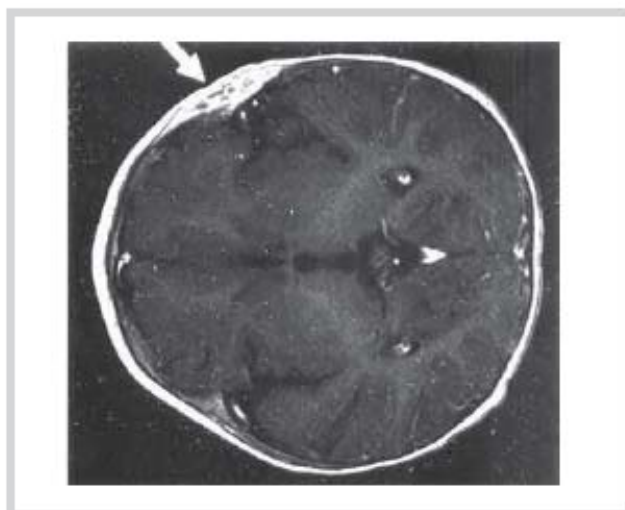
Эозинофильная гранулема костей черепа (магнитно-резонансная томограмма): несклерозированные костные дефекты с четкими, скошенными краями, захватывающие наружную и внутреннюю костные пластинки.
